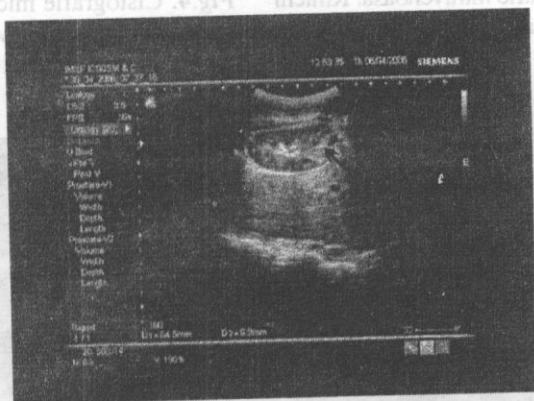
Ecografia sistemului urinar. Rinichi dublu pe dreapta cu hidronefroză a pielonului renal superior.
